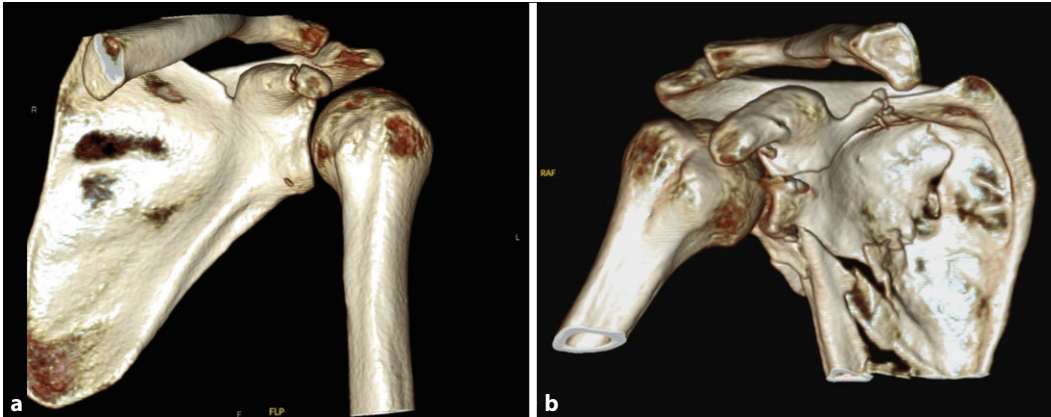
◀ a CT-Volumenrekonstruktion (VRT) einer Korakoidfraktur (Eyres Typ II, Ogawa Typ II). b VRT einer komplexen Skapulafraktur mit Korakoidfraktur (Eyres Typ V, Ogawa Typ I)
